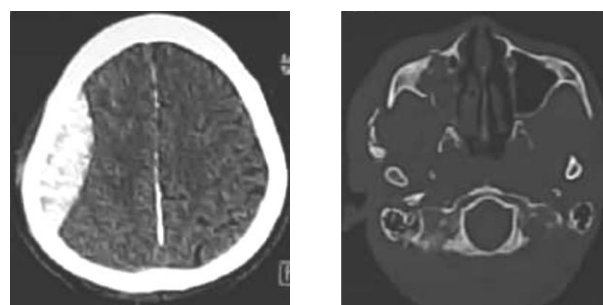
TDM cérébrale chez un homme de 25 ans. Coupes axiales en fenêtre parenchymateuse (A) et osseuse (B) au niveau des sinus maxillaires objectivant une association lésionnelle à savoir un hématome extradural pariétal droit (flèche rouge), une hémorragie au niveau de la faux (flèches blanches), des fractures des parois antérieure et externe du sinus maxillaire droit avec hémosinus (flèches jaunes) et une double fracture de l'arc zygomatique droite (flèche blanche en pointiers).
